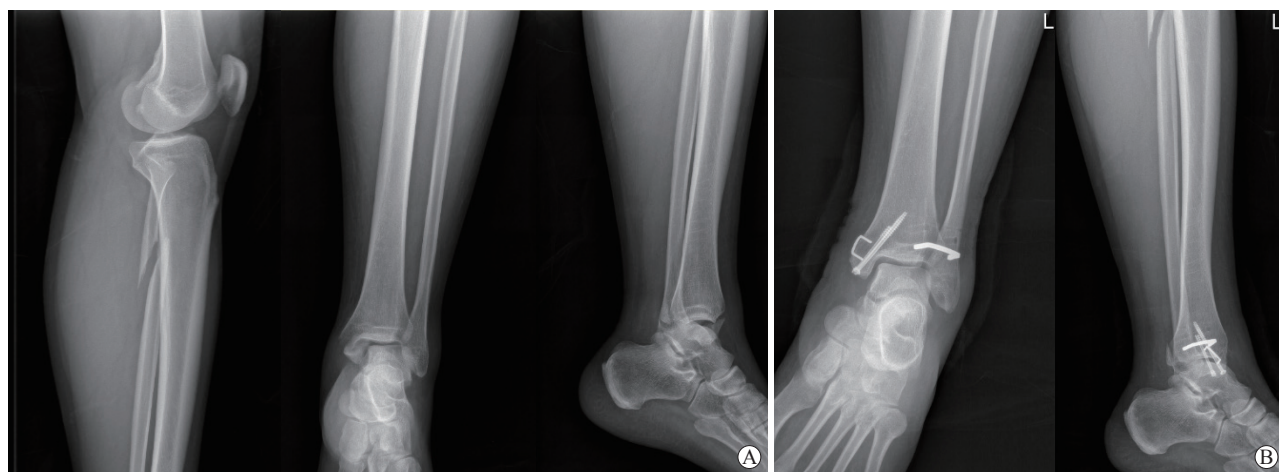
接受镍钛形状记忆合金弓齿钉治疗的MFF患者手术前后X线片
